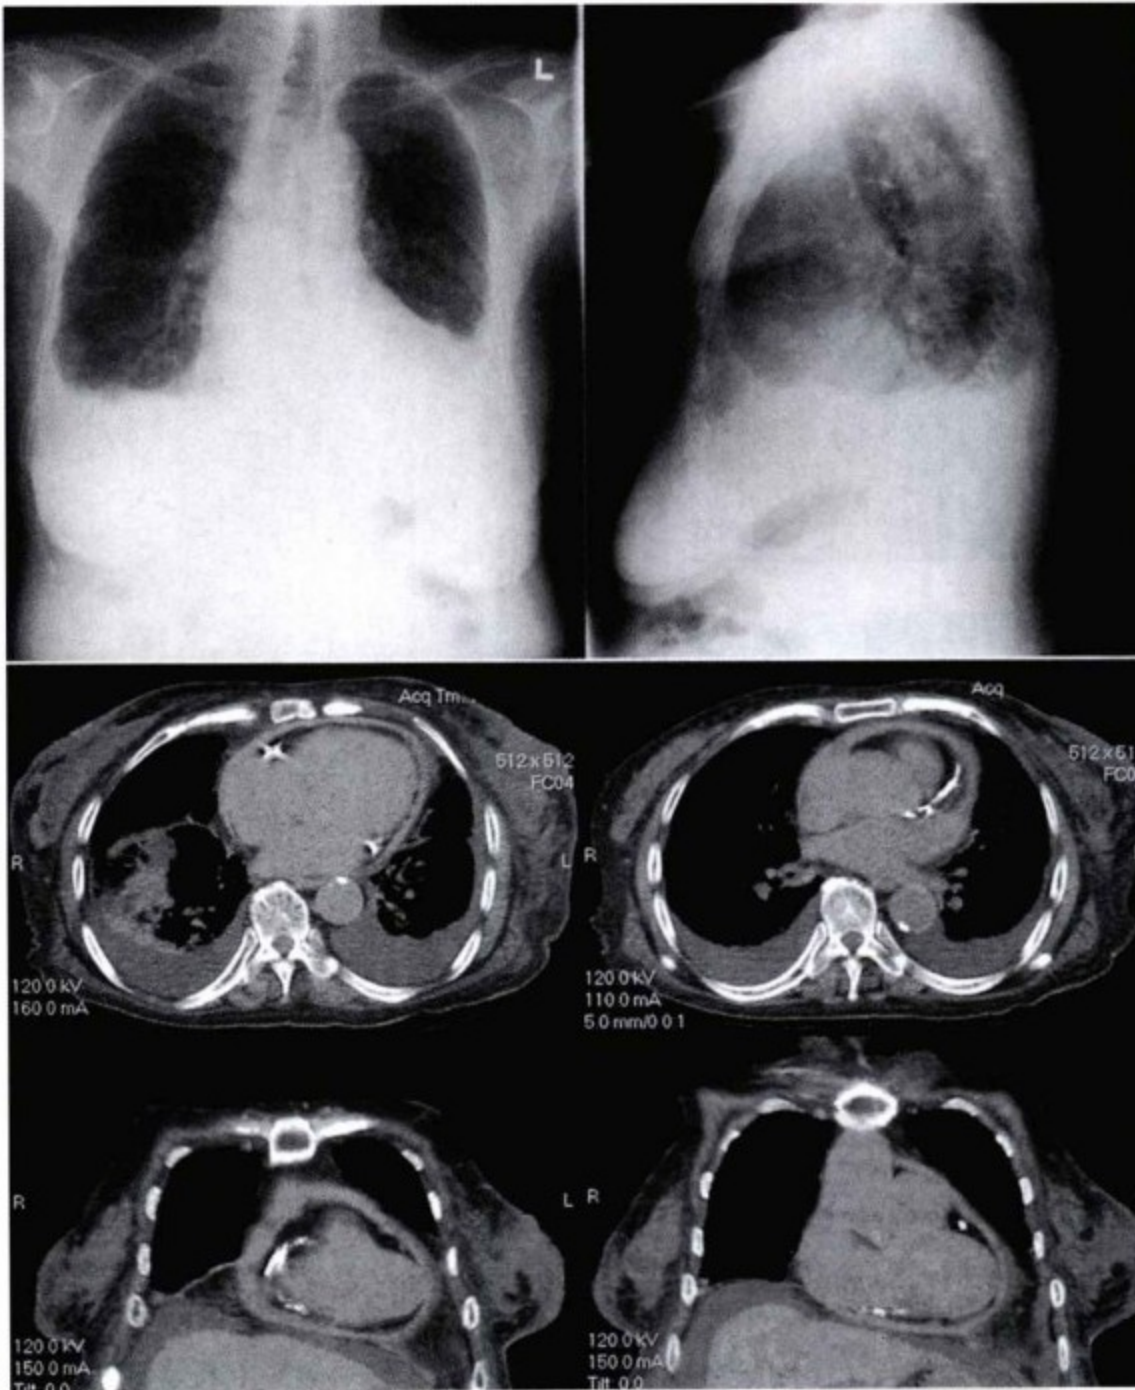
上图:胸片提示间质性肺水肿,心影增大(因胸腔积液遮挡使得心影大小观察有限),主动脉结部钙化。中图(横轴位CT平扫)、下图(冠状位CT平扫)显示呈环状普遍增厚的的心包,未见钙化。但冠状动脉明显钙化。两侧胸腔积液、腹水(注:非心电图扫描在钙化周围形成伪影)。
